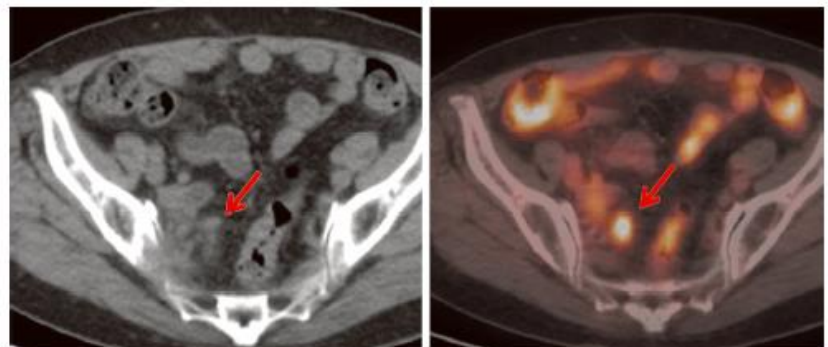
CTでは指南困難な播種結節が、PET-CTでは明瞭に描出。
